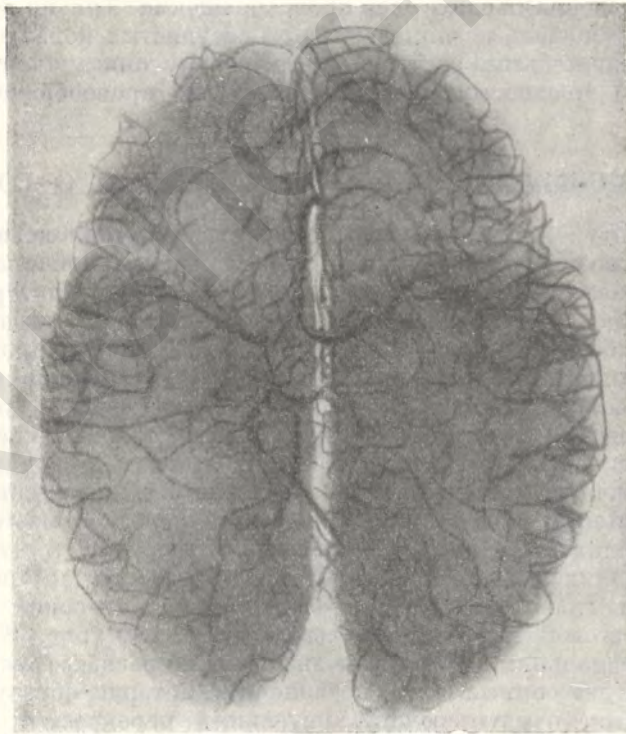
Васкуляризация мозга новорожденного. Рентгенограмма (по Ароновичу).
